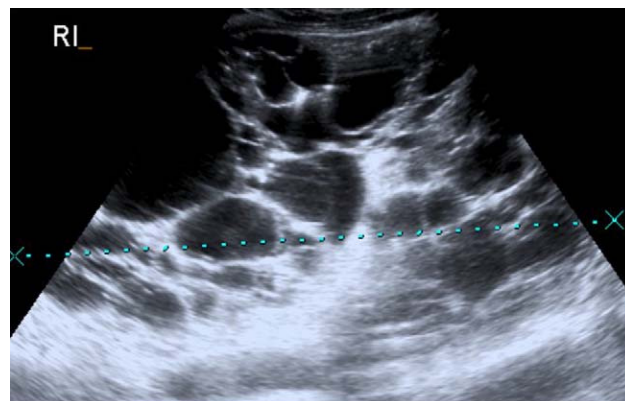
Ecografía abdominal que muestra los riñones aumentados de tamaño con múltiples quistes.
